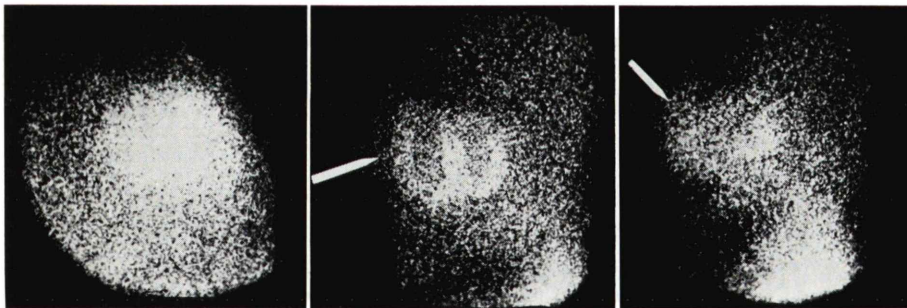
Myocardial scintigram of patient with tetralogy of Fallot. As indicated by arrow, right ventricular free wall is clearly visualized.
